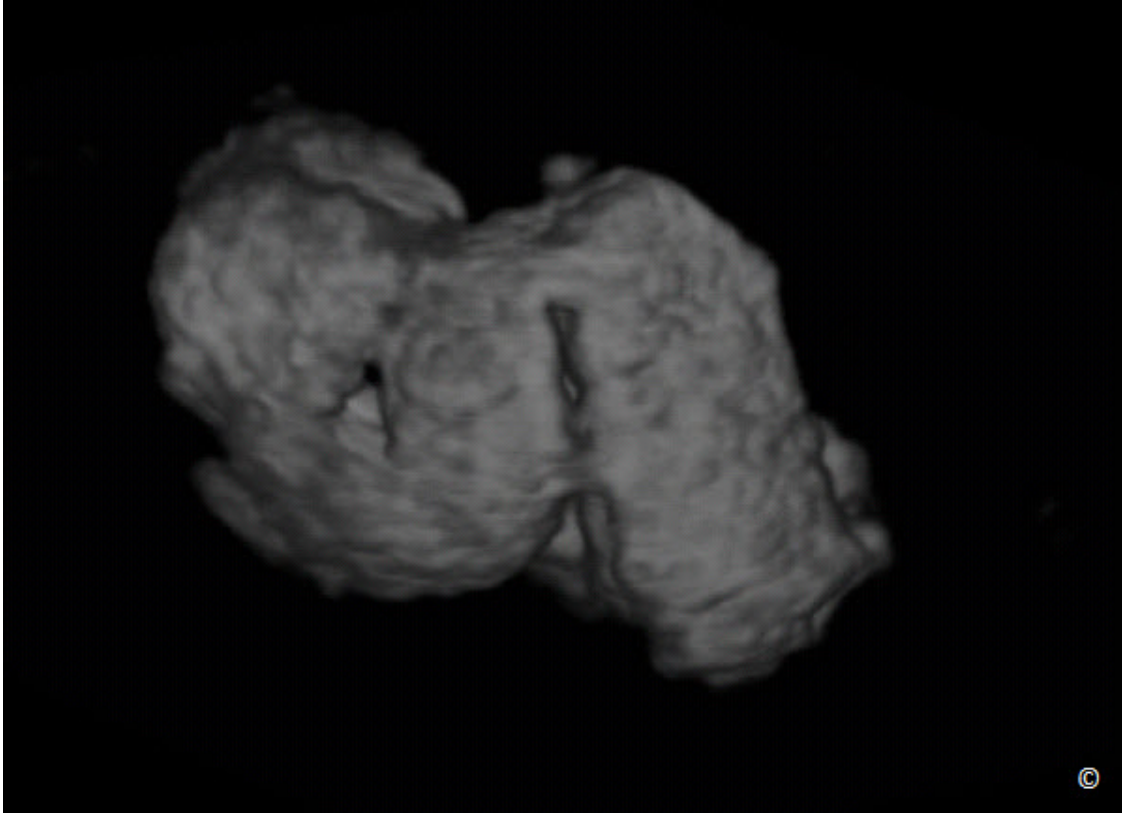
Ecografía tridimensional en el modo inverso de la masa quística en la figura 12.26. Nótese la visualización en 3D de una estructura tubular con pliegues confirmando el diagnóstico de hidrosálpinx.
